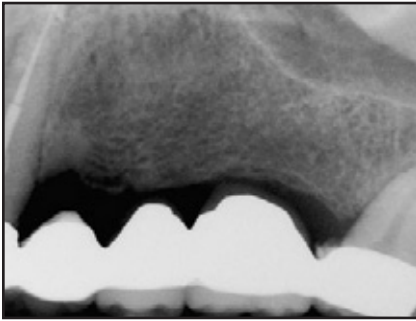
(links) *Initiale Röntgenaufnahme einer fehlgeschlagenen Brücke im oberen linken Seitenzahnbereich. Ein CT-Scan zeigte eine Kammbreite von 4 bis 5 mm. Zum Zeitpunkt der Implantatinsertion war eine Bone-Splitting-Technik erforderlich.*
